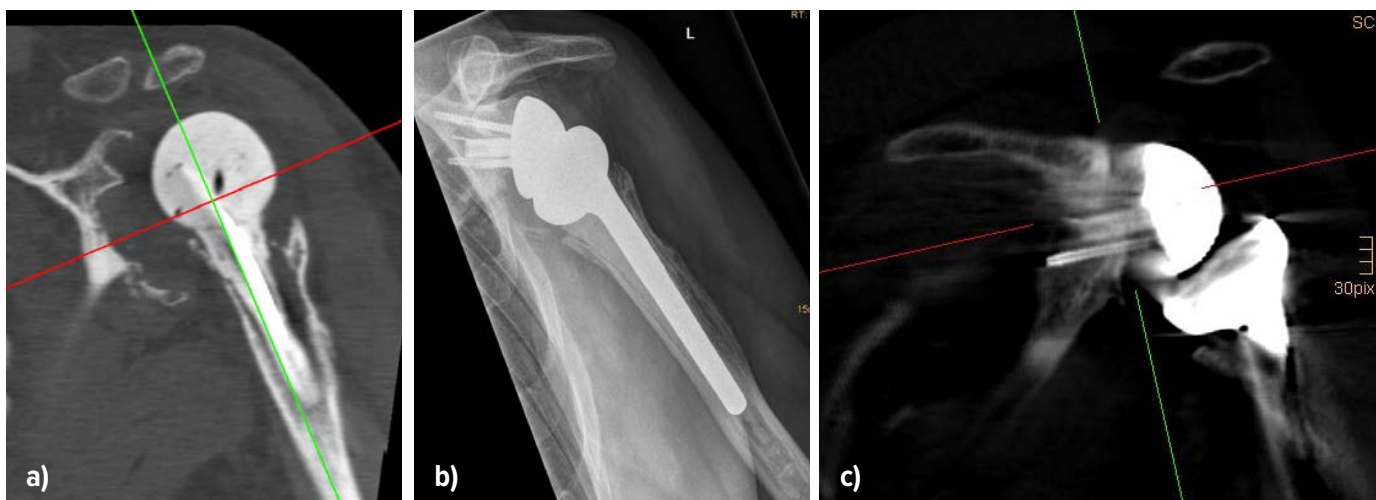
a) 2D-Rekonstruktion nach Ausbau einer infizierten Inversprothese mit massivem Glenoiddefekt; b) Röntgen nach Wiedereinbau der inversen Prothese und Glenoidaufbau (Allograft); c) 2D-Rekonstruktion nach Glenoidaufbau mit eingeeiltem Allograft 3 Jahre postoperativ
